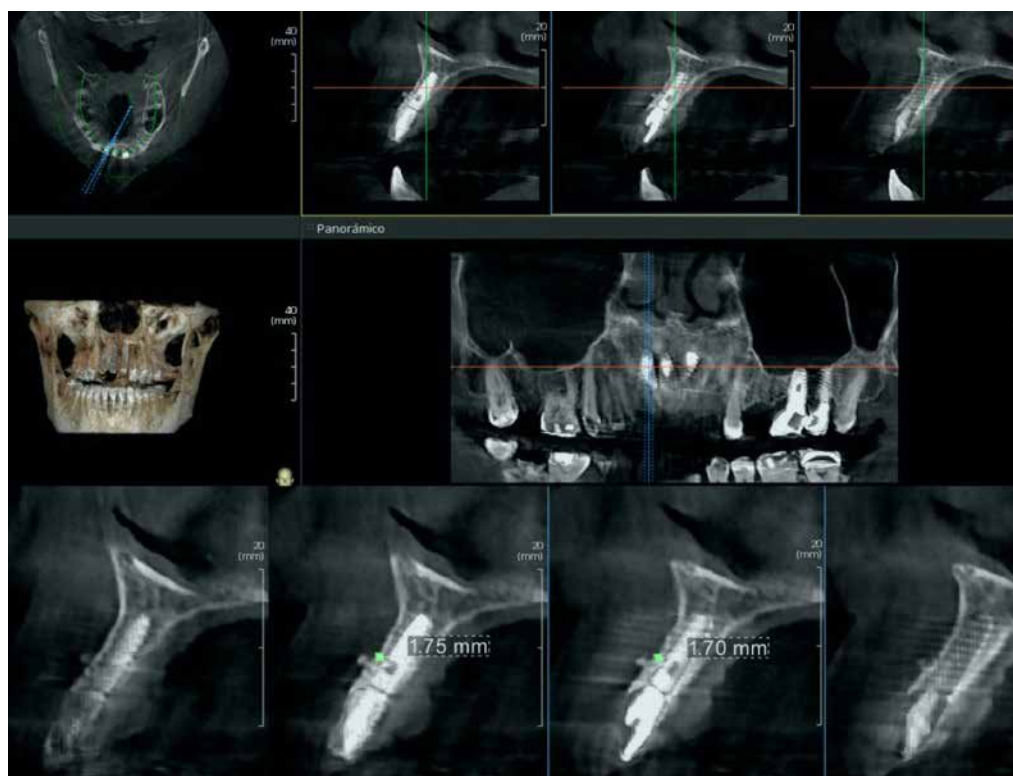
Imagen CBCT donde se observa la correcta posición 3D del implante 1.2.
